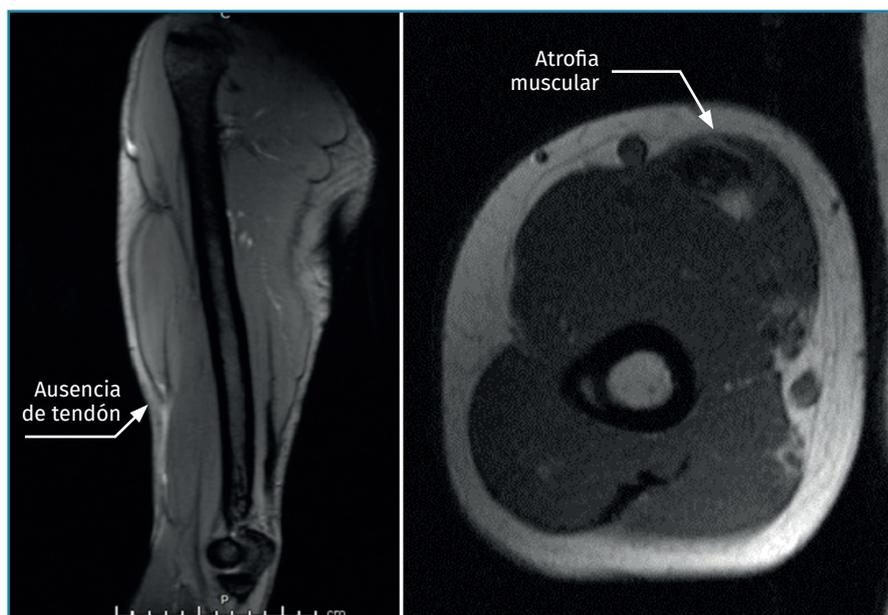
Imagen de resonancia magnética preoperatoria. Se objetiva la atrofia muscular y la ausencia de cabo tendinoso.
